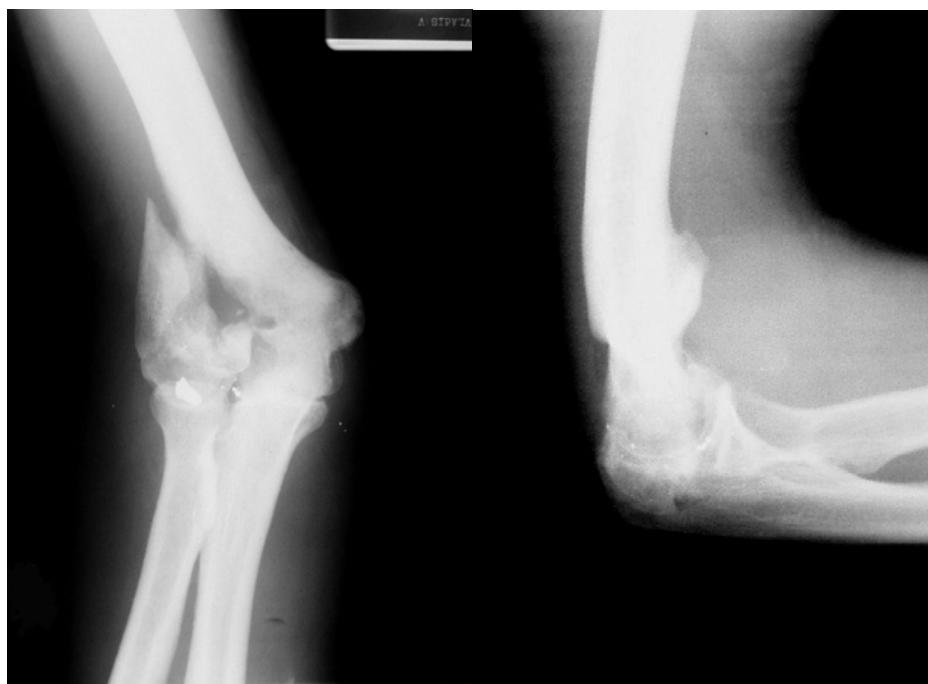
Рентгенограммы правого локтевого сустава.
